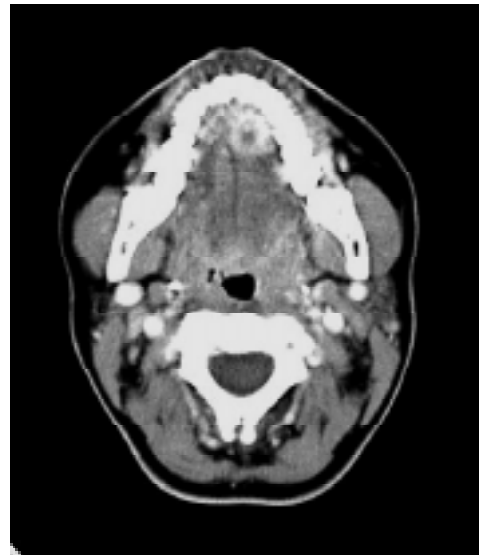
Спіральна комп'ютерна томограма хворої: новоутвір лівої половини язика неправильної круглястої форми
